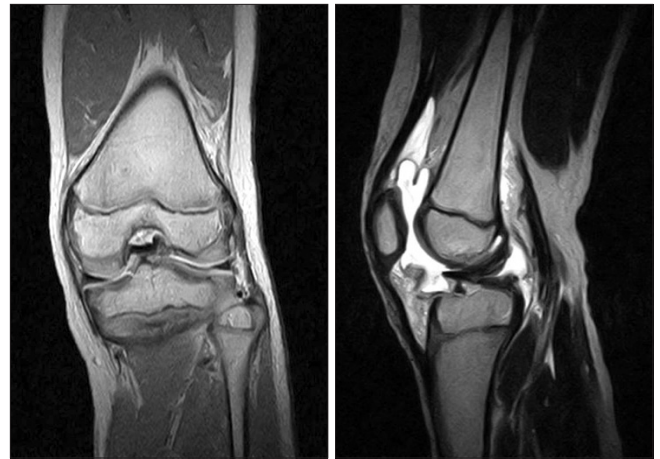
Preoperative magnetic resonance imaging shows avulsion fracture of the anterior cruciate ligament.
